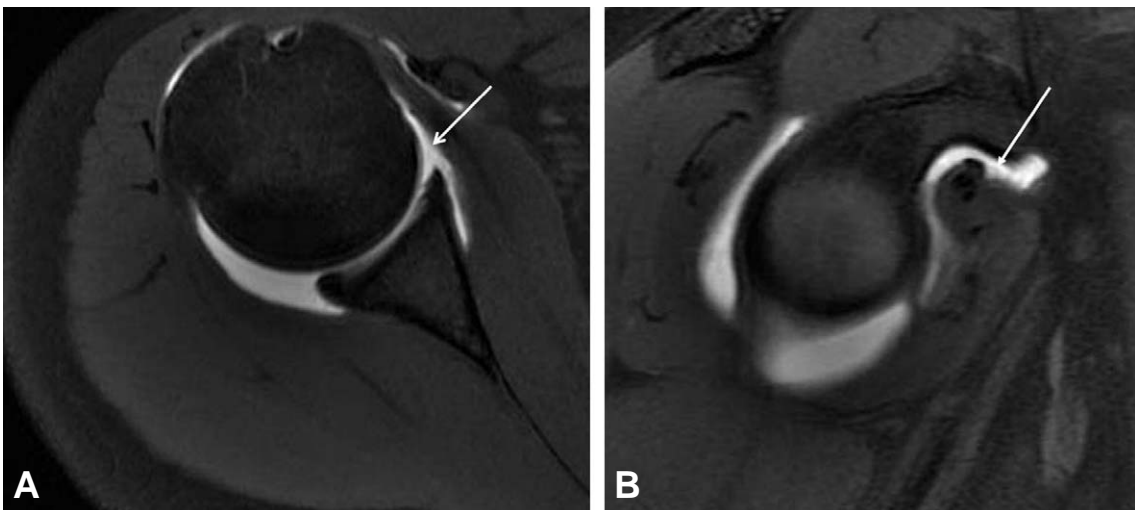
(A) White arrow in postoperative T2 coronal view of MRI shows loss of middle glenohumeral ligament (MGHL). (B) T2 Sagittal view of MRI shows continuity loss of superior glenohumeral ligament (SGHL), MGHL, coracohumeral ligament (CHL) and extra-articular contrast leakage through the torn rotator interval capsule (white arrow).
